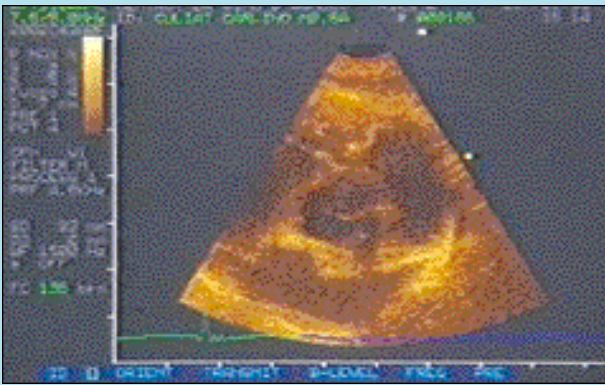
Proiezione parasternale destra asse corto a livello dei grossi vasi. Si evidenzia un inspessimento della parete libera del ventricolo destro prospiciente all'aorta (area stenotica) e l'iperecogenicità dell'endocardio; a destra è visibile il tratto di efflusso ventricolare destro con spessore parietale ridotto.
